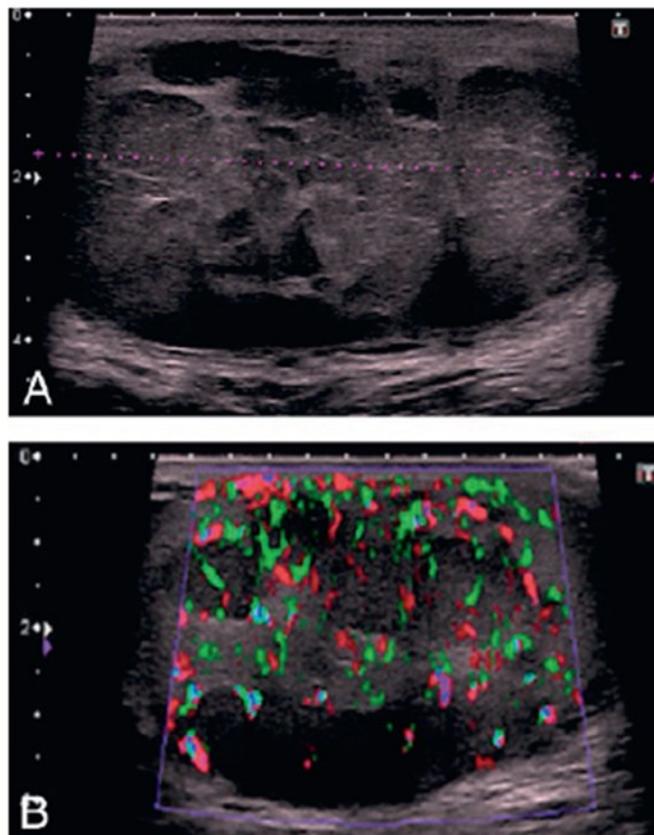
A et B. Aspect échographique d'une TGNS, tumeur hétérogène, polycyclique, vascularisée en Doppler.
